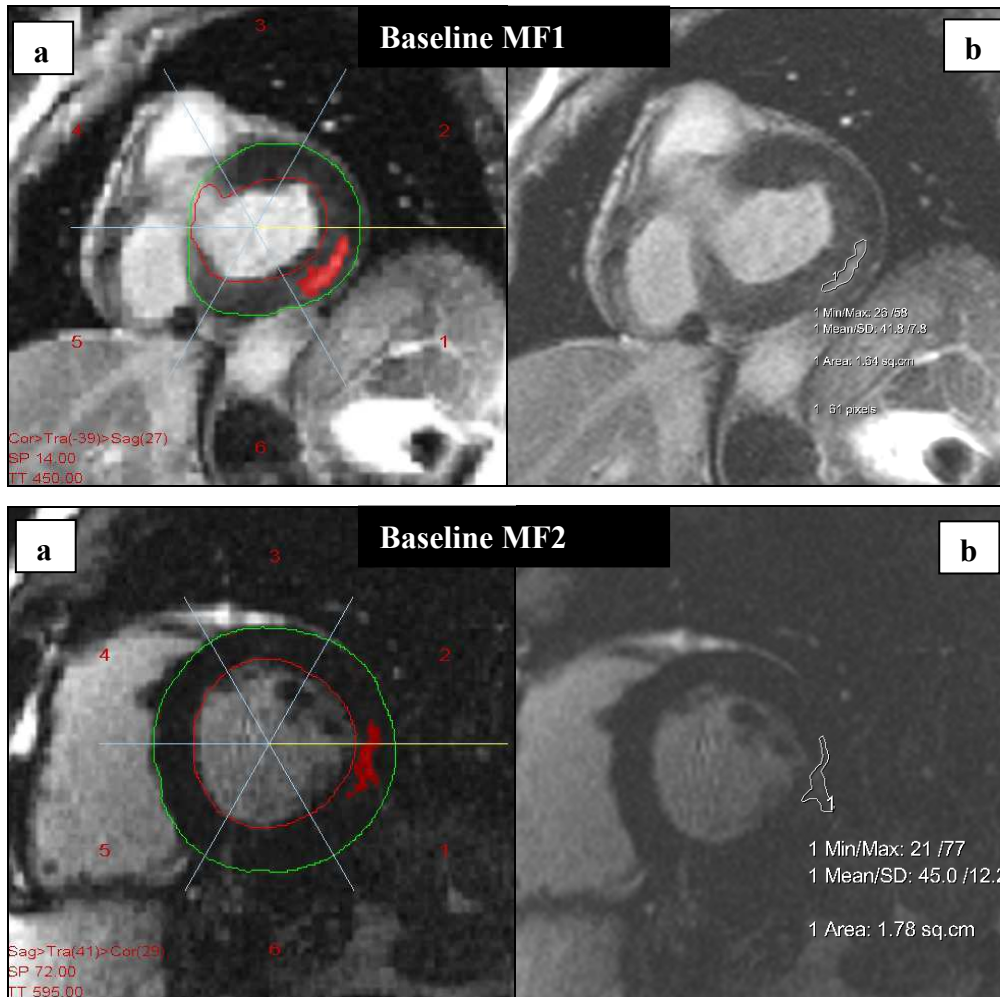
Oben: Kurzachsen- LE- MRT- Bilder eines 53- jährigen Patienten mit Morbus Fabry (MF1). Unten: Kurzachsen- LE- MRT- Bilder eines 38- jährigen Patienten mit Morbus Fabry (MF2). Basisuntersuchung. IR- Sequenz. a) Darstellung des LE- Signals im VPT- Programm. b) Abbildung des korrespondierenden Bildes in der Viewingauswertung.
